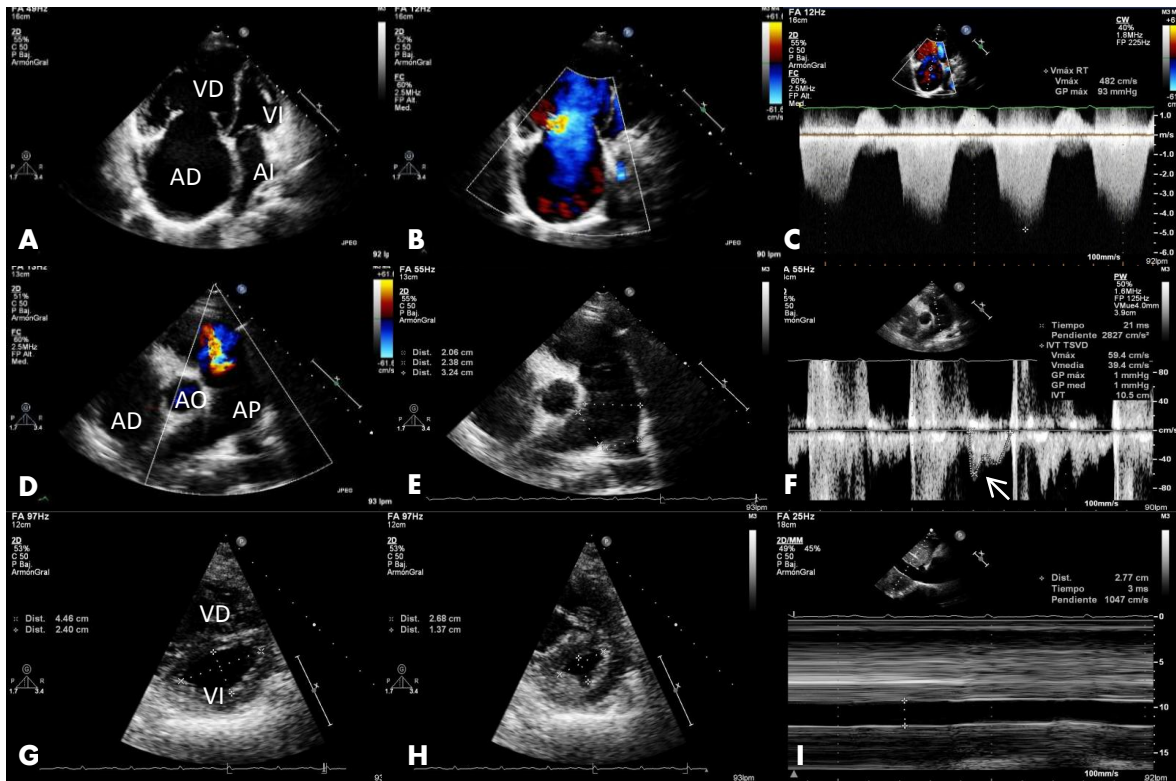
Paciente femenino de 37 años, con diagnóstico de LES de 1 año de evolución. SLEDAI 2 puntos. A, B y C. Vista apical 4 cámaras. Se observa el ventrículo derecho dilatado (A), con una relación ventrículo derecho: ventrículo izquierdo mayor a 1. En Doppler color (B) se observa la presencia de regurgitación tricuspídea importante, con un gradiente de regurgitación tricuspídea de 93 mmHg (C). D, E y F. Eje corto a nivel del tracto de salida del ventrículo derecho. Se observa en Doppler color la presencia de regurgitación pulmonar (D), con presencia de dilatación del tronco de la arteria pulmonar en 32.4 mm (E); Doppler pulsado del TSVD, la flecha señala una muesca mesosistólica (F), sugestivo de hipertensión pulmonar. G y H. Vista paraesternal eje corto del ventrículo izquierdo a nivel de músculos papilares. Se observa un índice de excentricidad mayor a 1.1 tanto en diástole como en sístole, sugestivo de sobrecarga de volumen (G) y presión (H) del ventrículo derecho. I. Vista subcostal en modo M a nivel de vena cava inferior. Se observa la vena cava dilatada sin colapso inspiratorio, que traduce una presión auricular derecha en 15 mmHg, con una presión sistólica de la arteria pulmonar estimada en 108 mmHg. Al: aurícula izquierda. AD: aurícula derecha. VI: ventrículo izquierdo. VD: ventrículo derecho. Ao: aorta. AP: arteria pulmonar. TSVD: Tracto de salida del ventrículo derecho.
